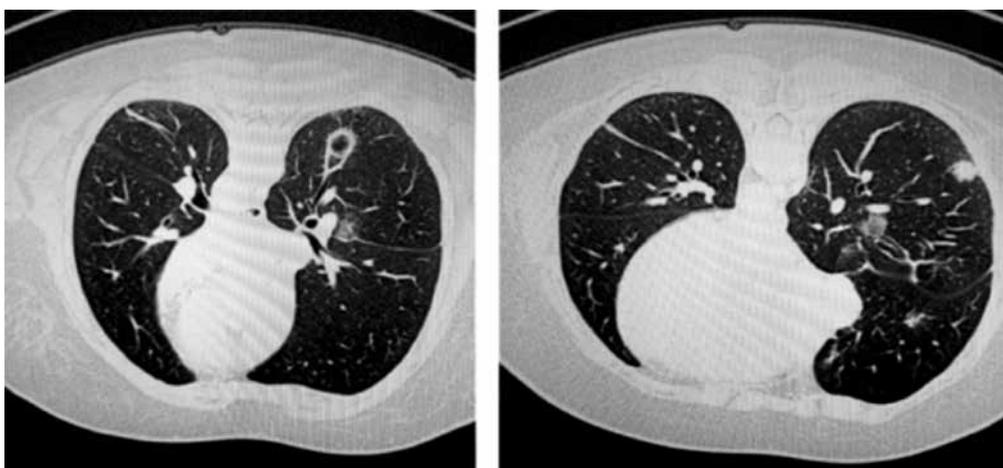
Tomografía: metástasis pulmonares. Marzo 2012.
